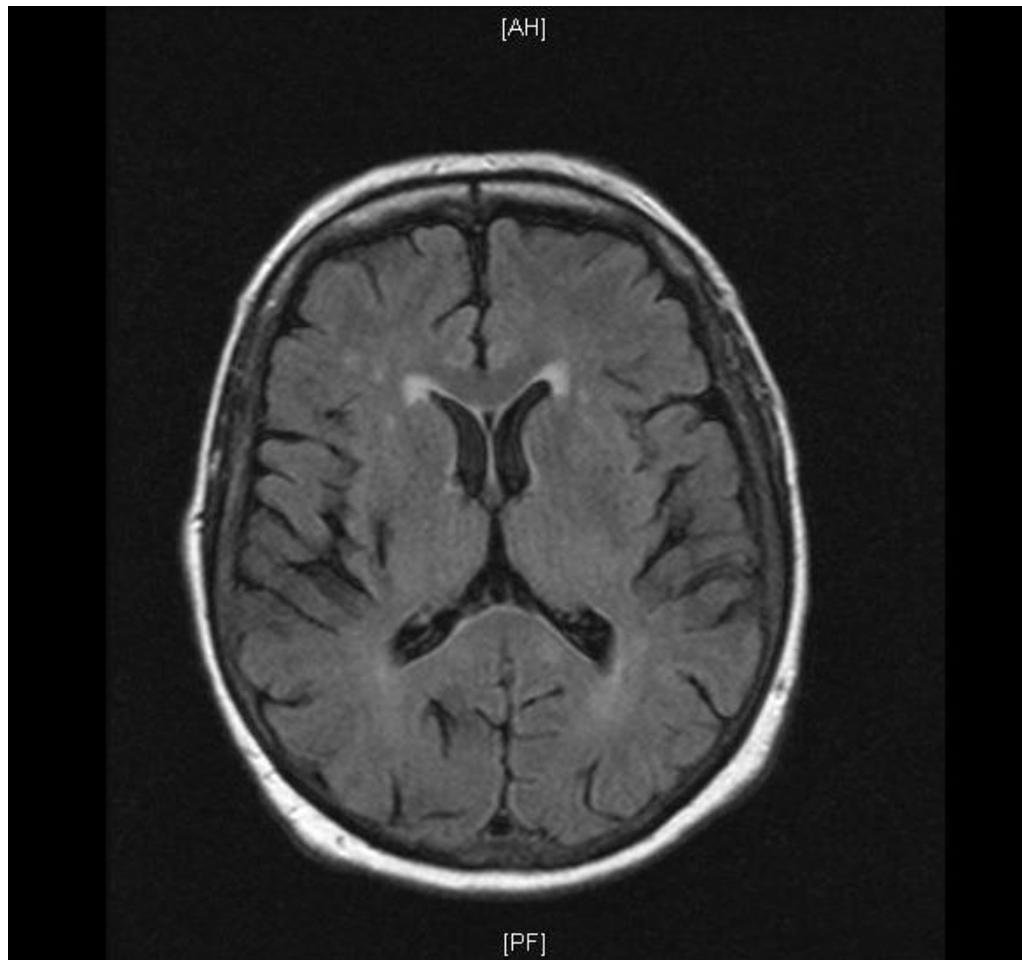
Patient 55: MRT, leichte Mikroangiopathie mit einzelnen lakunären Infarkten
